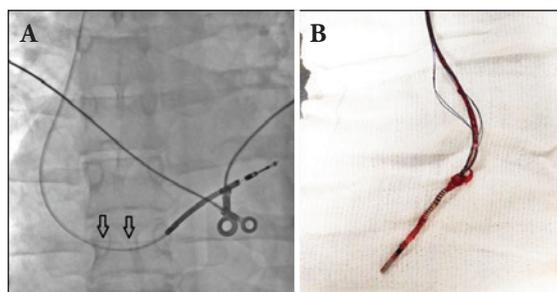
Imagem fluoroscópica de extrusão de condutor. (A) Imagem fluoroscópica de extrusão de condutor de alta voltagem em cabo-eletrodo Riata ST 7000 mola única. Paciente do sexo masculino, 21 anos de idade, portador de cardiodesfibrilador implantável há 5 anos, apresentou episódio de terapia ineficaz para taquicardia ventricular. Não foi possível contemplar essa imagem na radiografia digital de tórax. O paciente foi submetido a extração do sistema em 2014, no Hospital Pró-Cardíaco. (B) Estado final do cabo-eletrodo após extração com bainha mecânica, mostrando exposição dos condutores em posição típica (Imagens de arquivo pessoal.)
